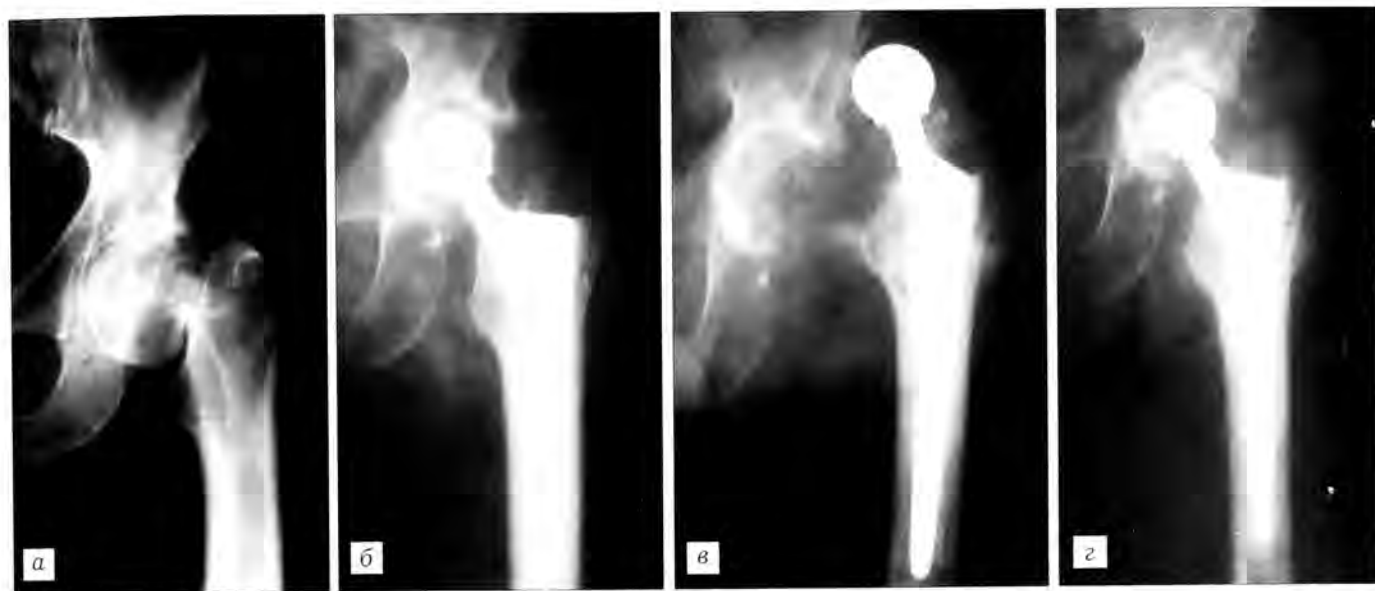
Рентгенограммы больного Ф.
